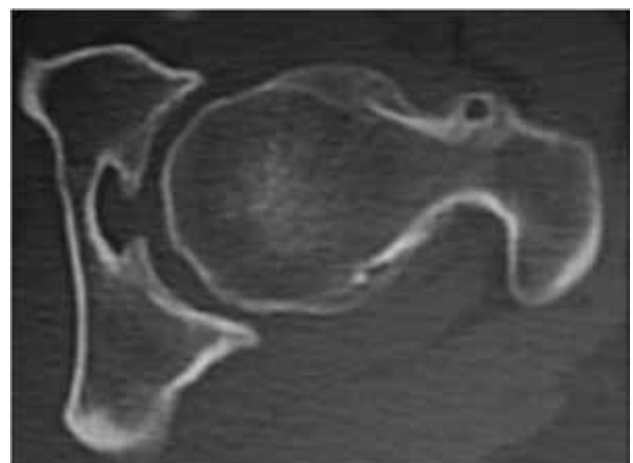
TAC cadera. Trastorno morfológico en la unión del cuello con la cabeza.
